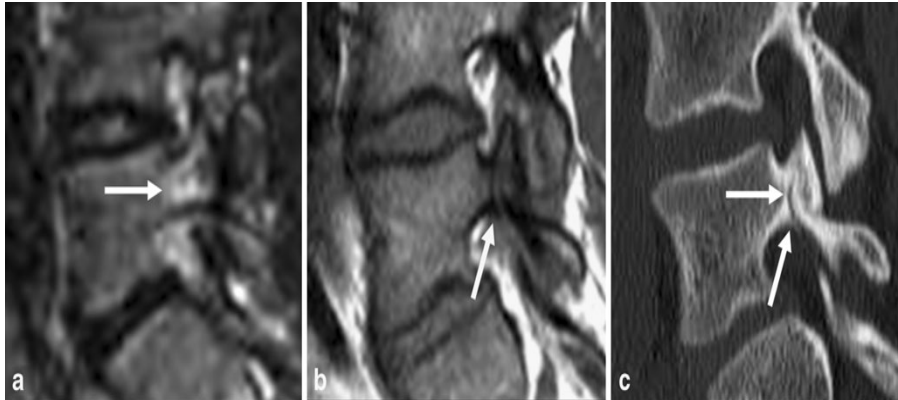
Hình ảnh CT Scan gãy eo đốt sống thắt lưng
